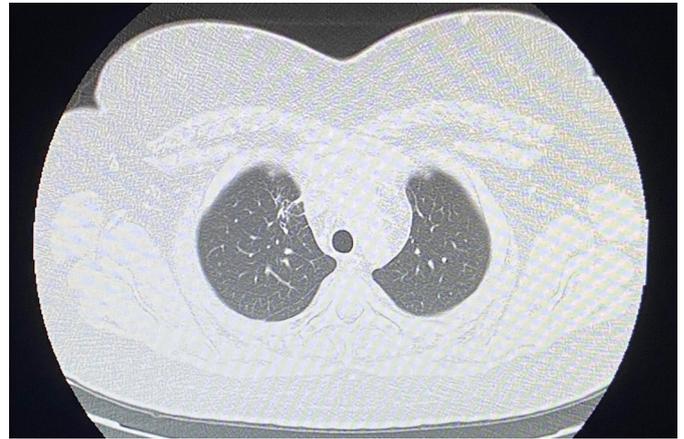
Tomografia Computadorizada de tórax após tratamento
